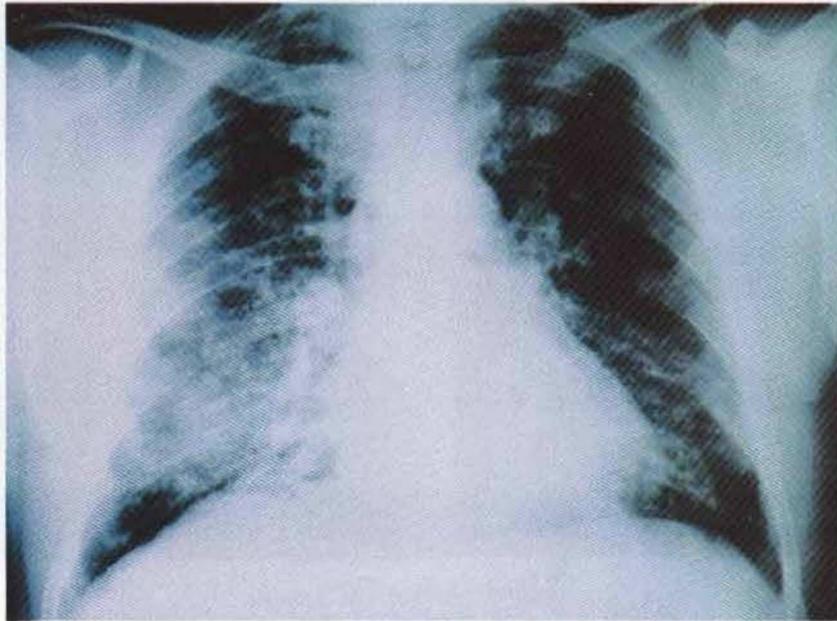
Radiografia de tórax (9/98) com discreta melhoria
